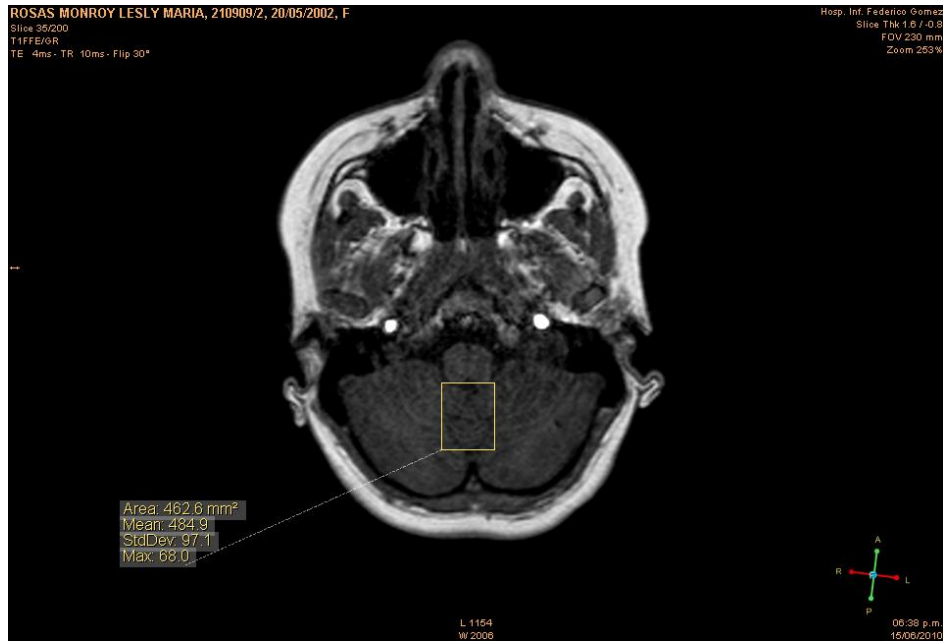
Imagen de RMN funcional de un paciente con TDAH, la cual reporta por medio del Software MRlcro la medición del volumen del vermis cerebeloso.
